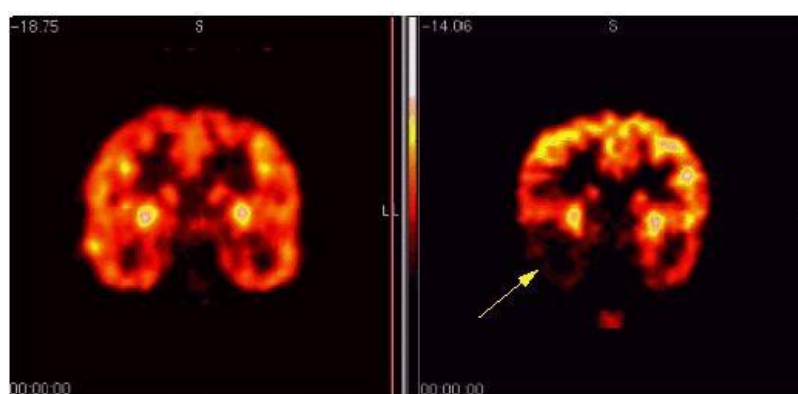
Imagem de PET utilizando a FDG-¹⁸F para a localização de um foco epilético. Imagem adaptada da referência (76).
